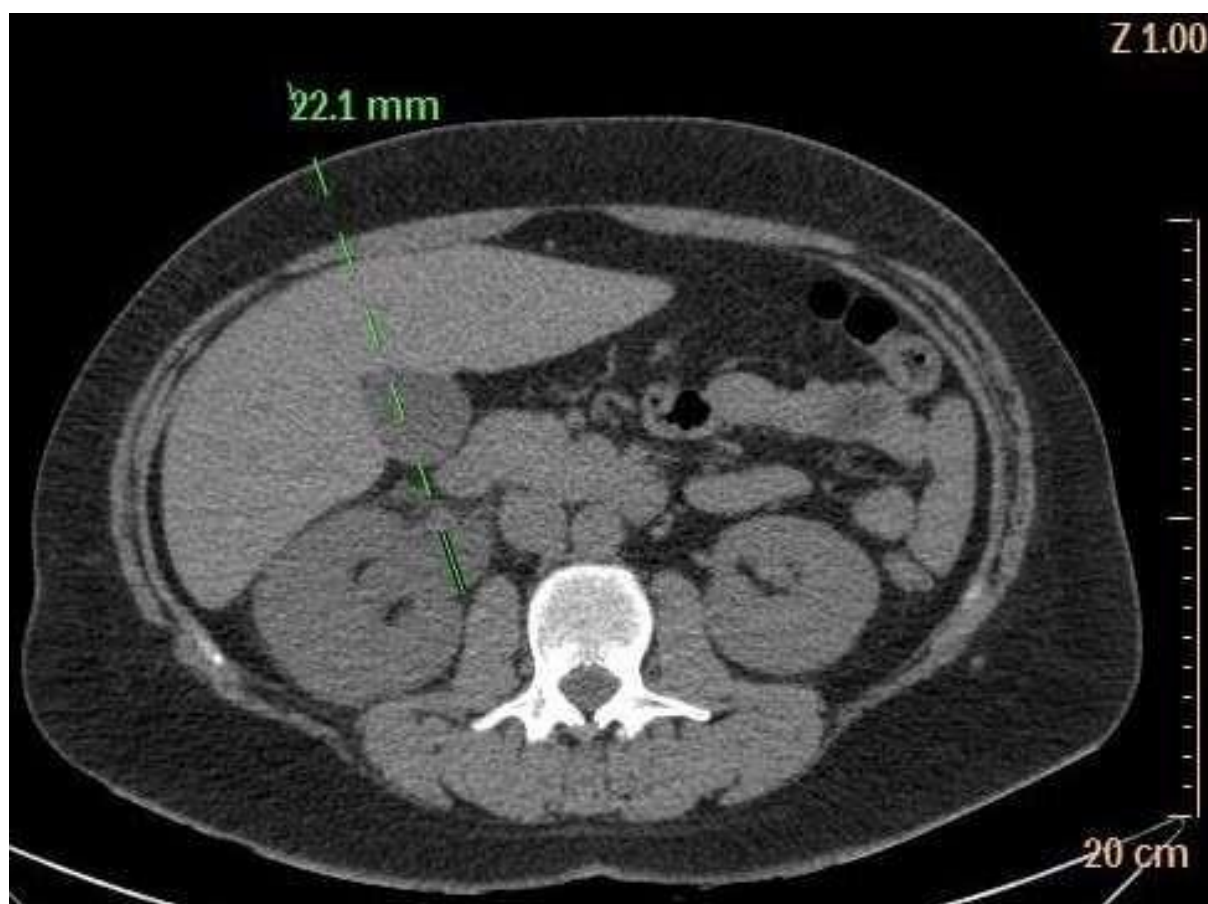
TDM abdominale en coupe axiale : mise en évidence d'une dilatation pyélo-calicielle.
